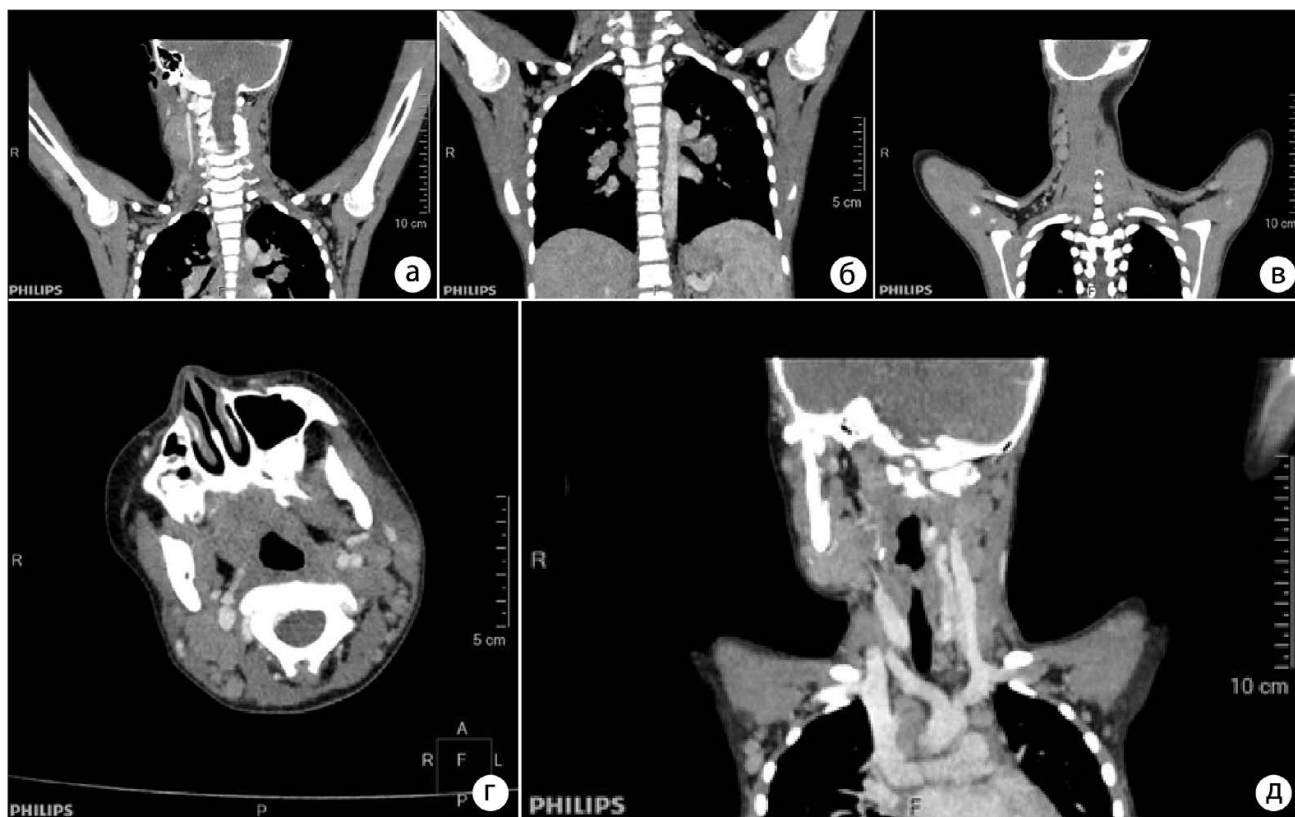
Комп'ютерна томографія: а — двобічна шийна, підщелепна, аксиллярна та медіастиальна лімфаденопатія; б — двобічна медіастиальна лімфаденопатія; в — конгломерат шийних лімфатичних вузлів; г — двобічна потилична лімфаденопатія; д — двобічна шийна та підщелепна лімфаденопатія
